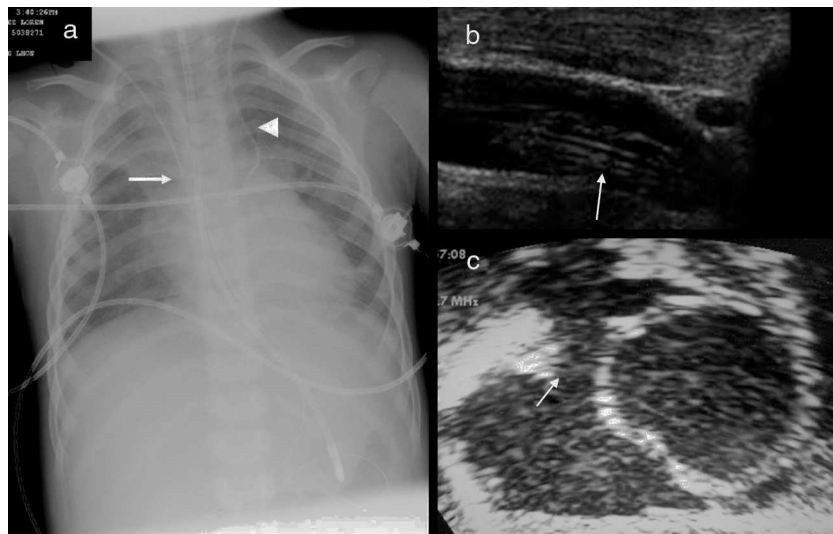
a) Radiografía de tórax: se observa un CVC en la yugular derecha, donde es difícil determinar si el CVC está EA o IA. Se observa también malposición de un segundo CVC yugular izquierdo por persistencia de vena cava superior izquierda (punta de flecha). b) Ecografía con sonda lineal del mismo paciente, donde se observa el CVC yugular derecho en la cava superior. c) Ecografía subcostal donde se descarta posición IA del CVC. Se identifica de forma precisa la unión VC-AD (punta de flecha).
